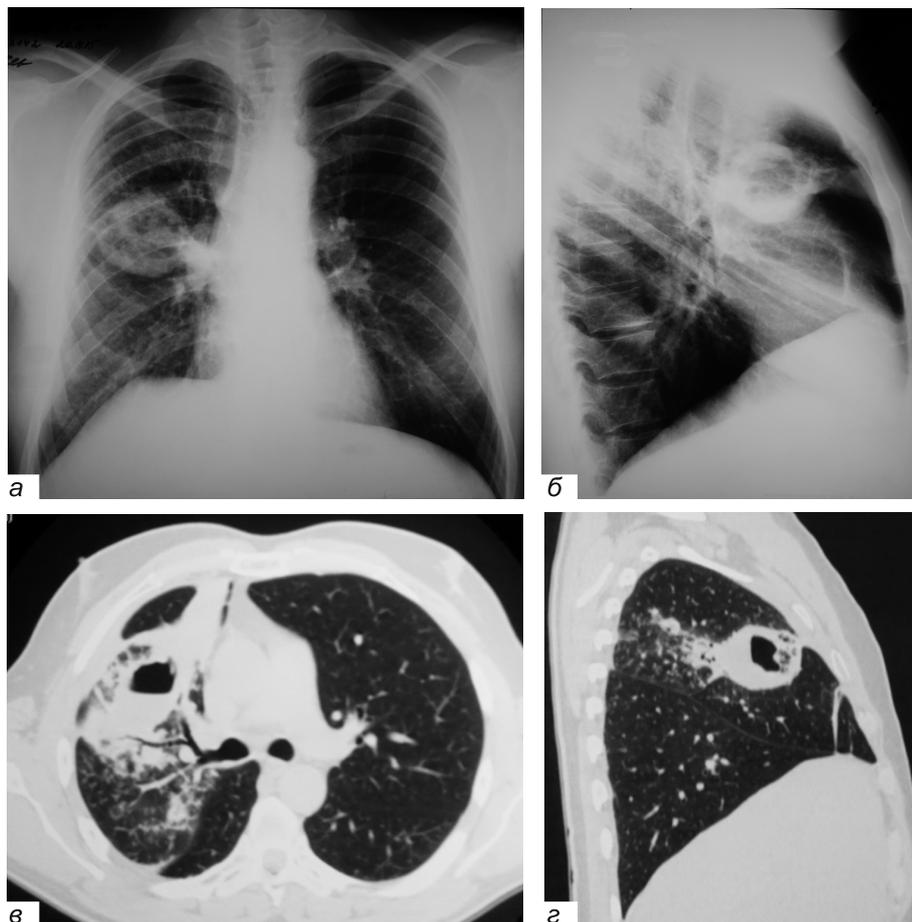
Обзорная рентгенограмма пациента Н. — а; боковая рентгенограмма — б; срезы МСКТ — в, г.
